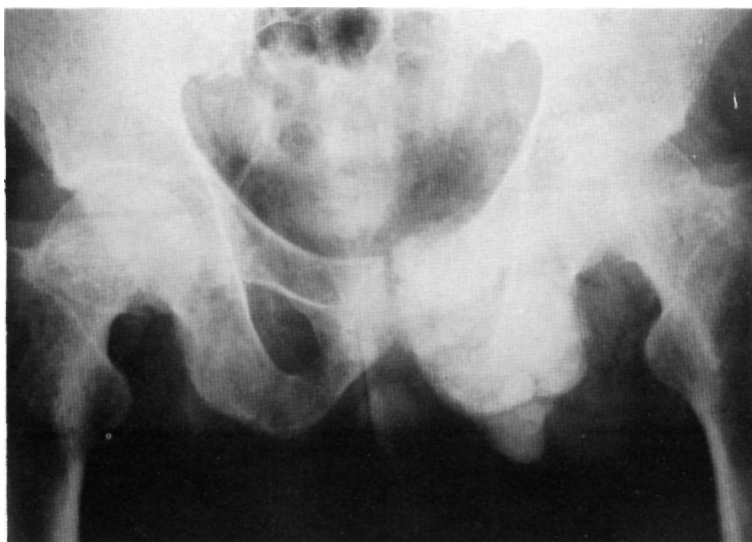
Radiografía antero-posterior de pelvis de 1984. La imagen de resorción ósea de la figura 1, se ha transformado en un aumento de la densidad ósea, con el límite fuera del hueso.
